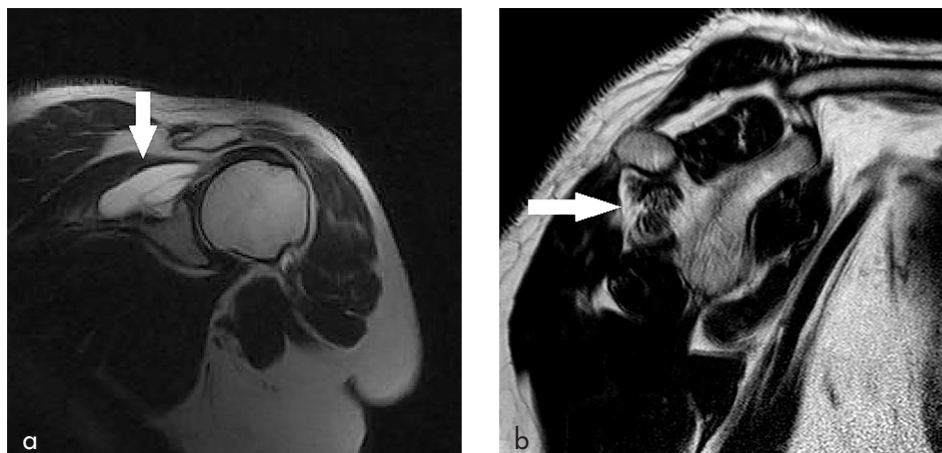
• Immagine RM coronale T2-pesata (a) che dimostra una voluminosa cisti in sede soprascapolare che determina sofferenza neurogena con atrofia del solo muscolo sottoscapolare visibile nell'immagine RM sagittale T2-pesata (b).
